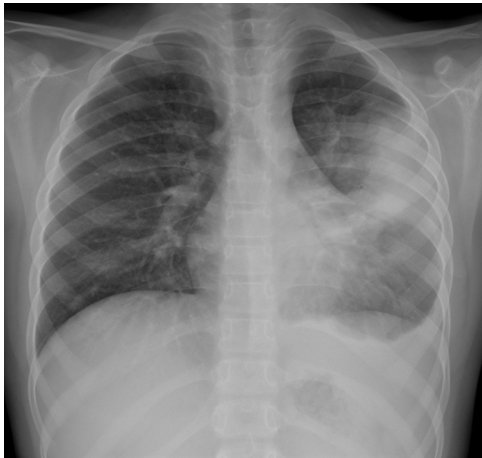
Consolidación con derrame paraneumónico asociado en niña de 8 años con fiebre alta con dificultad respiratoria. En la radiografía posteroanterior se observa consolidación parenquimatosa en el campo superior-medio del hemitórax izquierdo con borramiento parcial del borde cardíaco. Asocia obliteración del seno costofrénico lateral izquierdo en relación con derrame pleural. Ingresó durante 5 días con antibiototerapia intravenosa con evolución favorable. No se demostró agente microbiano en las muestras obtenidas y la PCR SARS-CoV-2 fue negativa.
